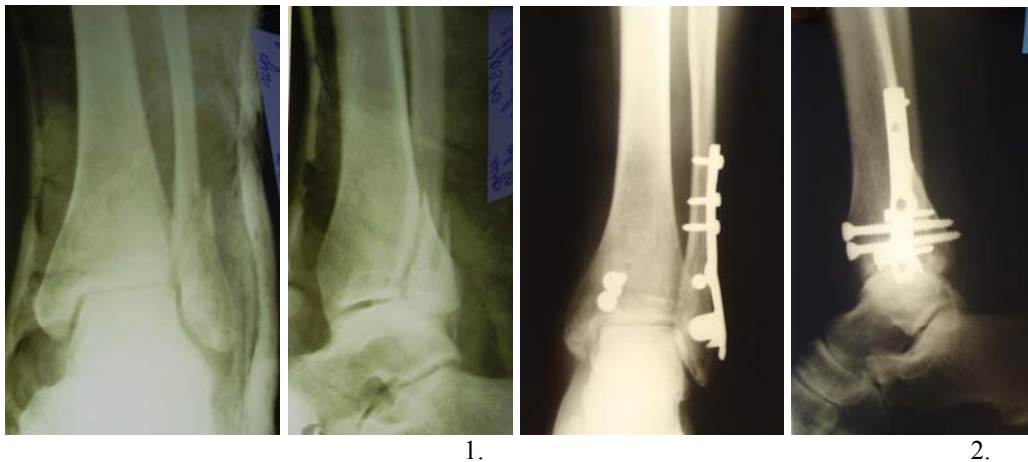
Рентгенограми постраждалої І. при поступленні в стаціонар – 3.1, через 10 тижнів – 3.2
